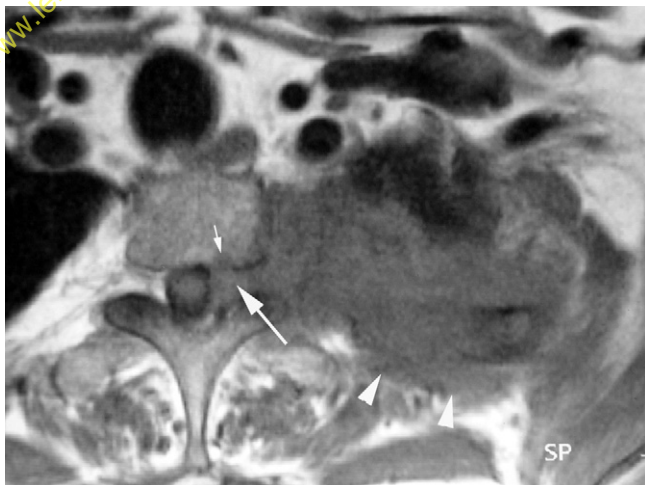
Coupe axiale d'IRM en pondération T1 sans injection de produit de contraste.
